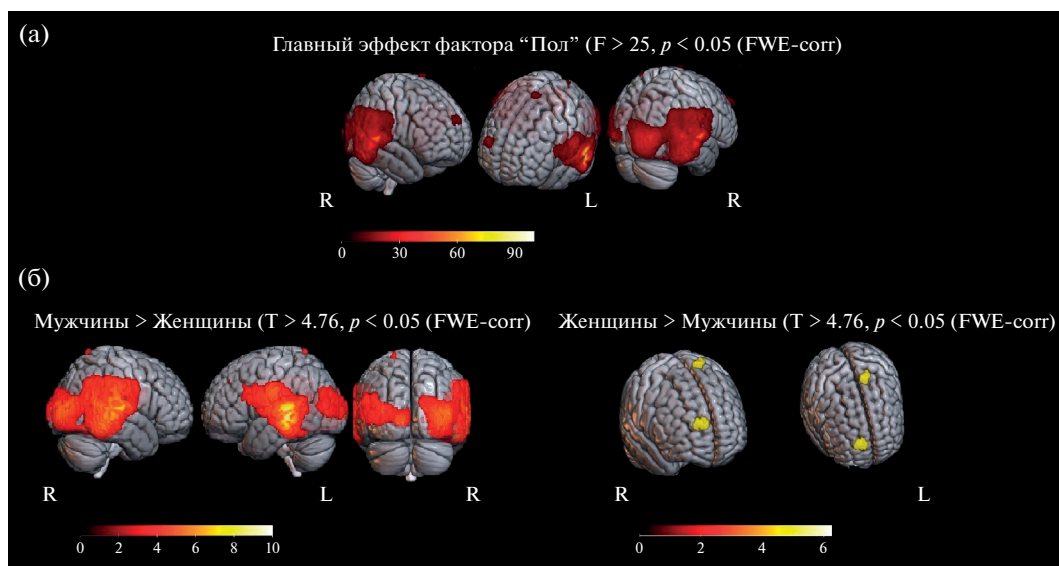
Результаты дисперсионного анализа (RM ANOVA 2×2) разностных карт дипольных источников “несовпадающие ориентации > совпадающие ориентации” с факторами Пол и Время. На (а) приведен результат по основному эффекту фактора Пол, на (б) – результаты post-hoc анализа для контрастов “мужчины > женщины” и “женщины > мужчины”. Обозначения: R – правое полушарие, L – левое полушарие. Под картами приведена шкала значений F- и T-критерия для (а) и (б) соответственно.
